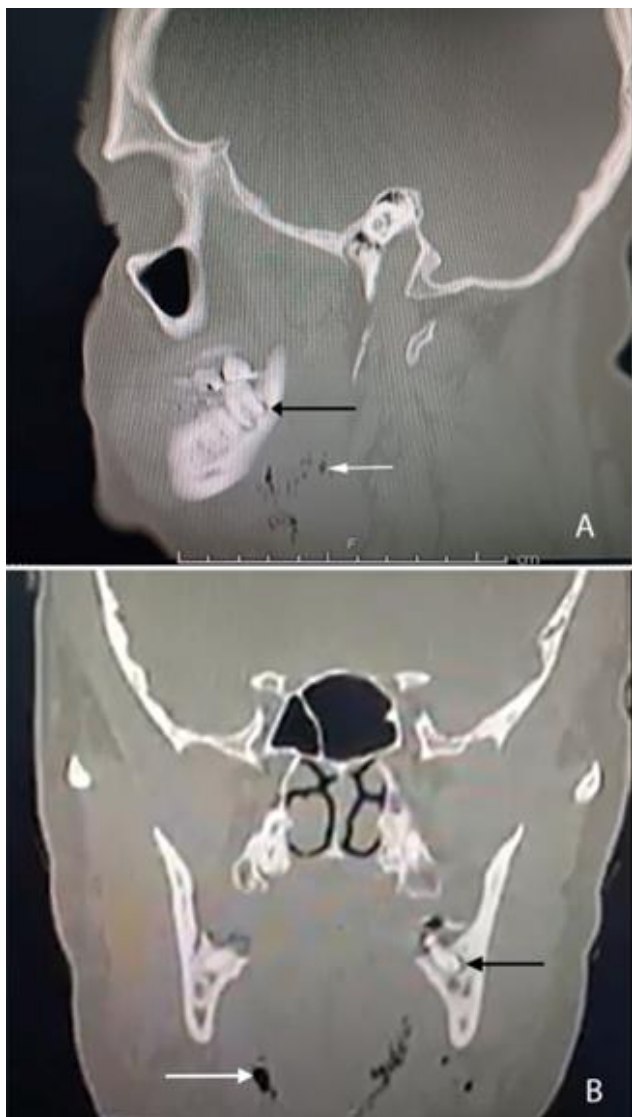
Exame tomográfico facial. A: No corte sagital, um sinal hipodenso é observada na região periapical do dente 38, compatível com lesão periapical (seta preta), e enfisema submandibular e sublingual (seta branca). B: Na seção frontal há evidência de rarefação óssea periapical do dente 38 (seta branca) e submandibular enfisema.
